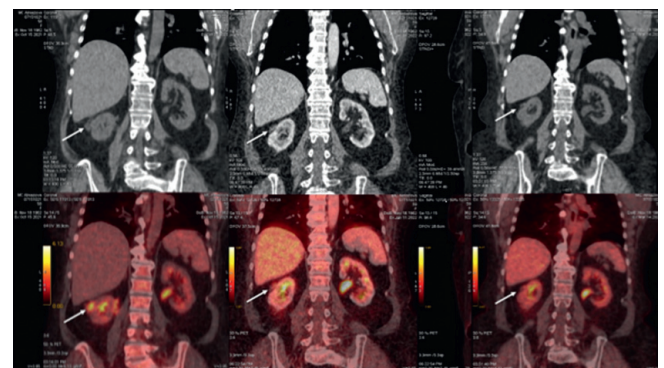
PET-CT of patient with extramedullary lesion in right kidney. The dynamic during the Gilteritinib therapy
